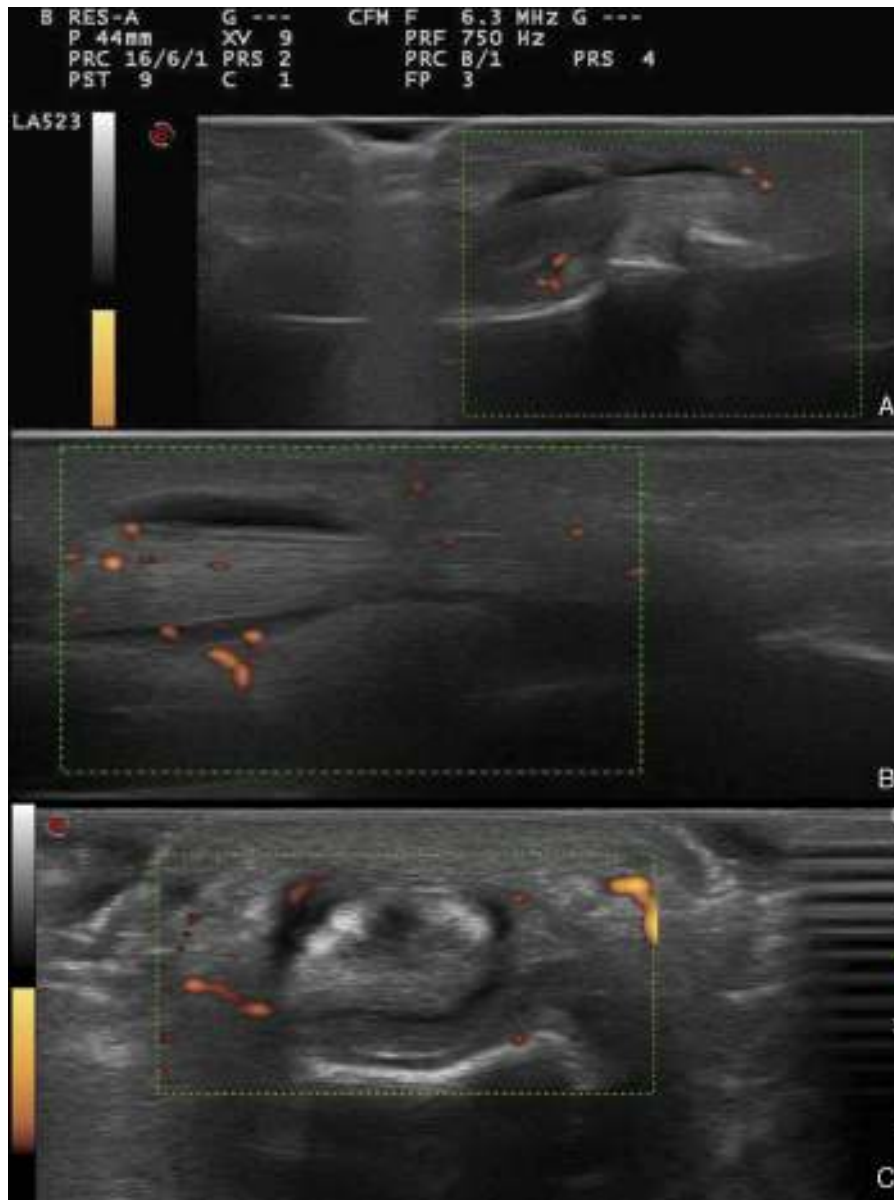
Imágenes ecográficas del cuarto dedo de la mano derecha. A) Eje largo: falange media-distal, con señal power Doppler grado 1. B) Eje largo: metacarpo-falange proximal, con señal power Doppler grado 2. C) Posición transversal metacarpo-falange proximal, con señal power Doppler grado 2.
